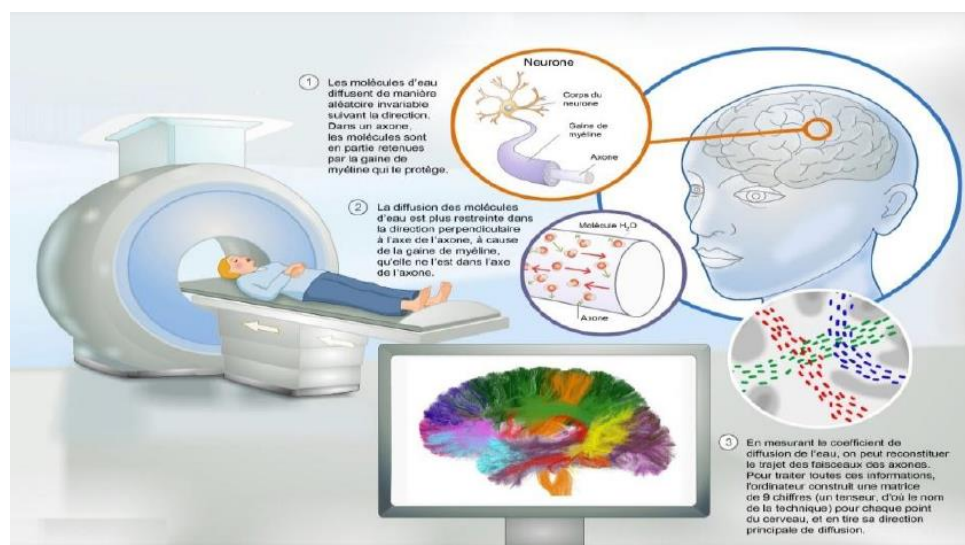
L'IRM moléculaire
